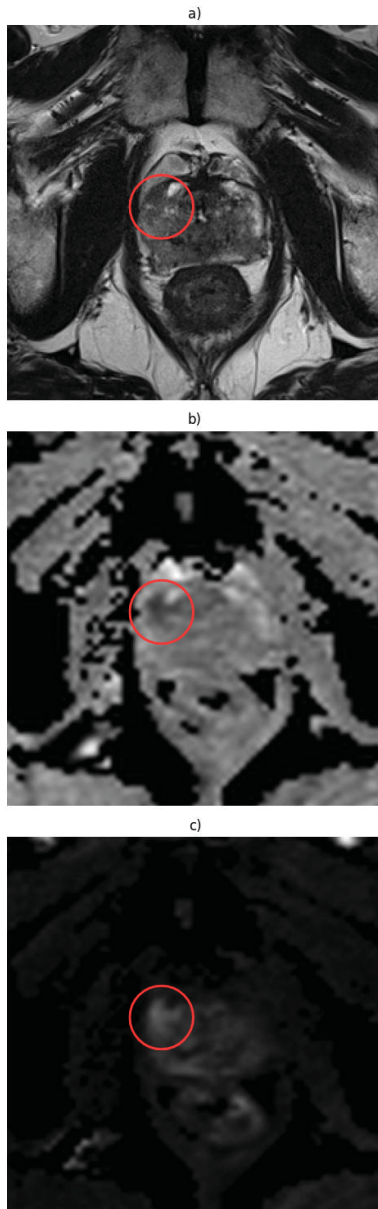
Imagens de ressonância magnética de uma seção: (a) T2W, (b) ADC, e (c) HBV. A região circulada indica a potencialidade de câncer prostático.
